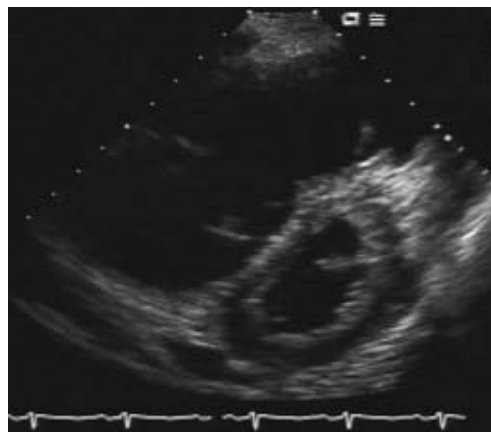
Ultrasonic echocardiography in the ventricular systolic phase demonstrating marked enlargement of right atrium and ventricle, small left ventricular dimension, and a thickened interventricular septum with paradoxical movement.
